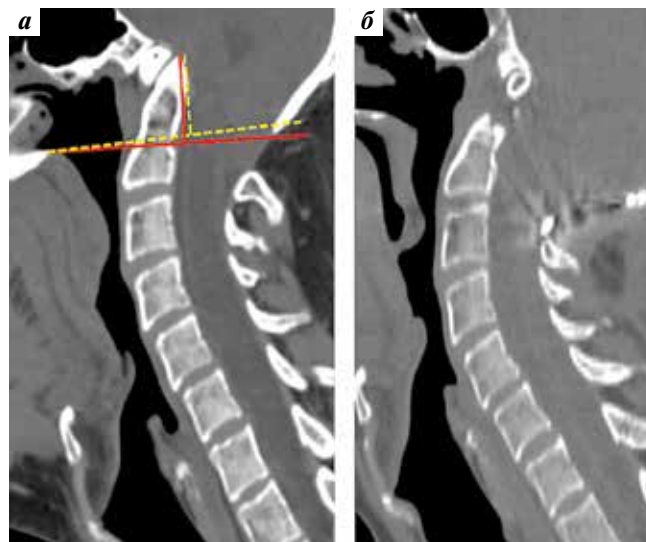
Компьютерная томография пациента №2 (сагиттальная проекция). Краниовертебральное сочленение: а – до операции. Признаки базиллярной инвагинации: верхушка зубовидного отростка выше линии Чемберлена на 22,5 мм (желтый пунктир), линии Мак-Грегора на 23 мм (красная линия); б – после операции. Визуализируется резецированный зубовидный отросток позвонка C_2 , результат ламинэктомии позвонков C_1 , C_2
